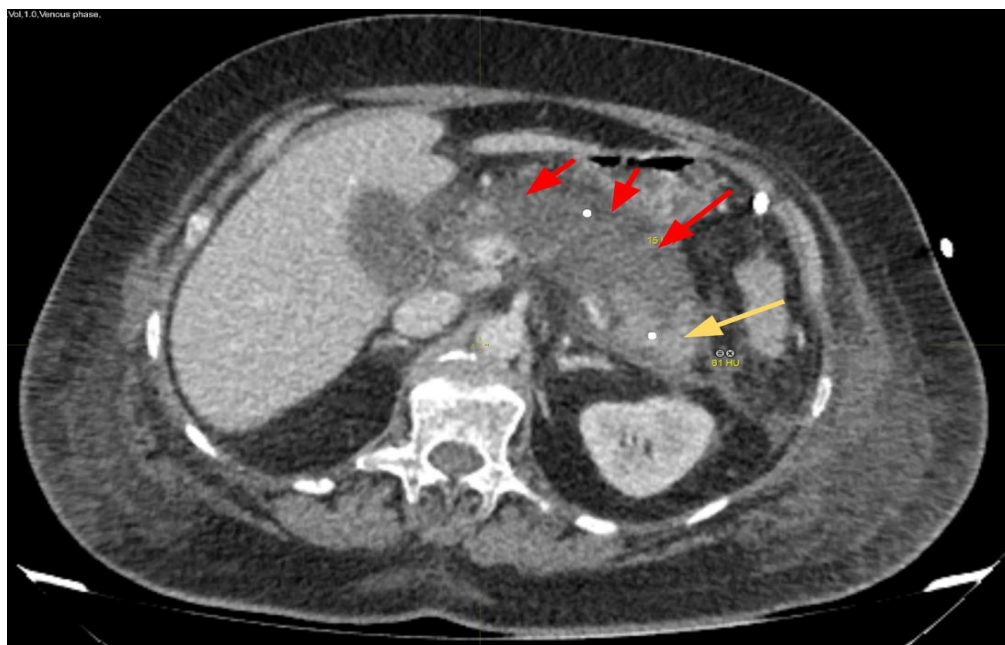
Компьютерная томограмма, венозная фаза, аксиальная проекция, 2 день от начала ОП. 1 тип конфигурации некроза: глубокий некроз в области головки, шейки, тела (красные стрелки), жизнеспособная паренхима в области хвоста (желтая стрелка)
